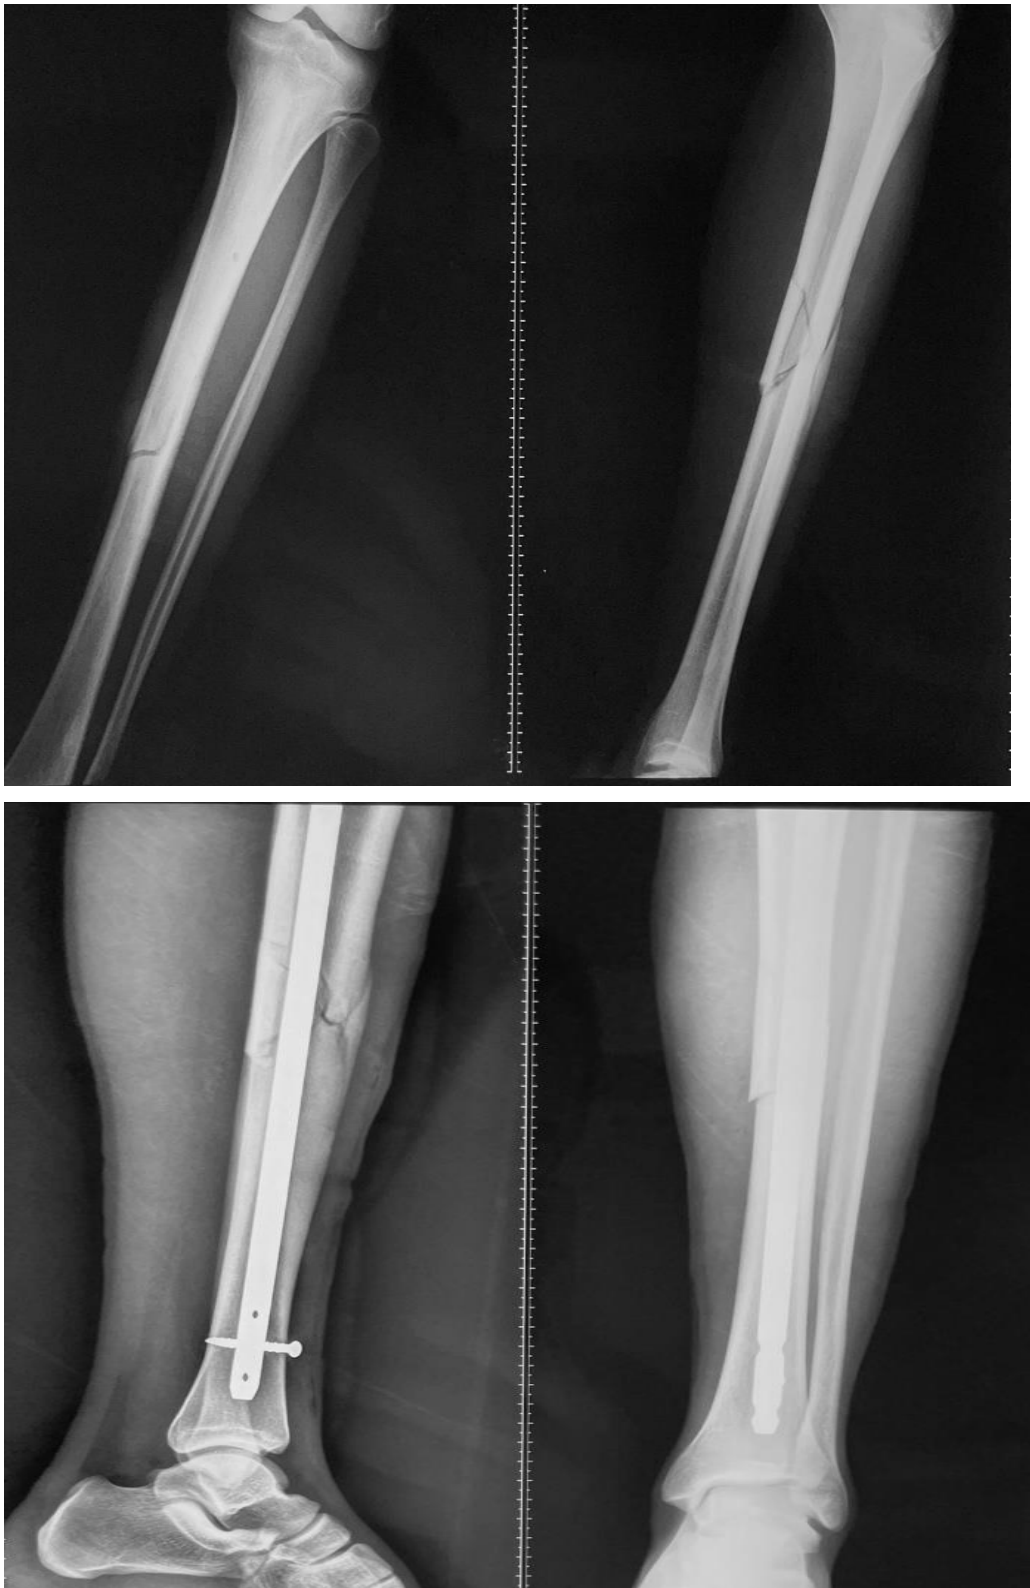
Patient de 22 ans présentant une fracture ouverte de jambe de type II selon Gustilo et Anderson : radiographies préopératoires et postopératoires immédiates (J0) de la jambe.
